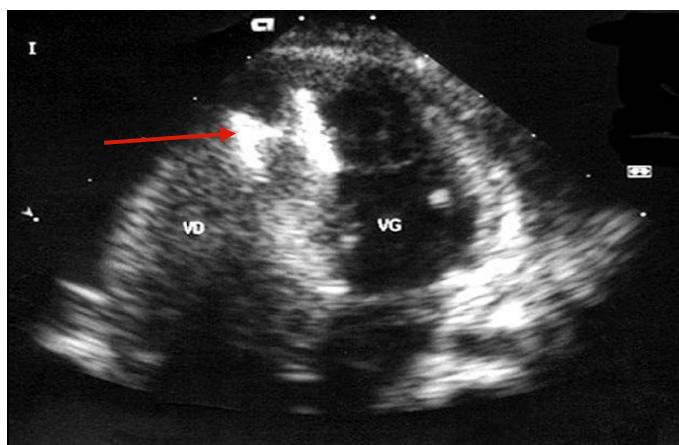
Échocardiographie d'une prothèse de type Amplatzer placée dans une CIV musculaire trabéculée du tiers inférieur septal VD : Ventricule droit VG : Ventricule gauche
